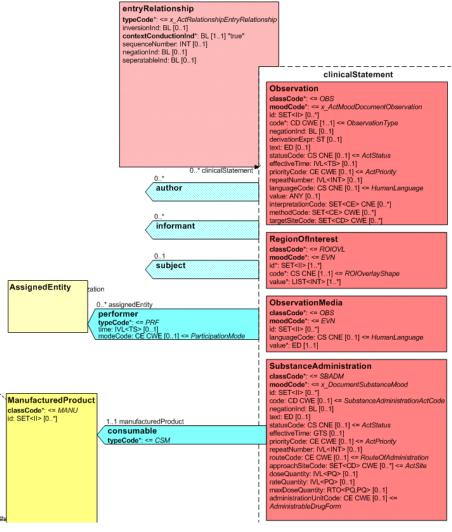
CDA R-MIM (L-POCD\_RM000040) Ausschnitt - Klassen um die Verordnung
